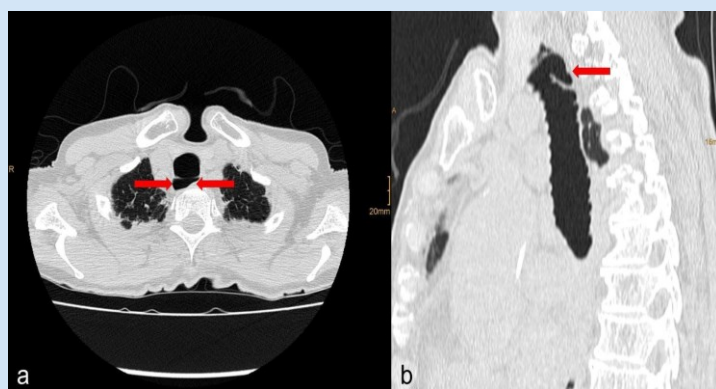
Tomografía computarizada de tórax. Divertículo traqueal
